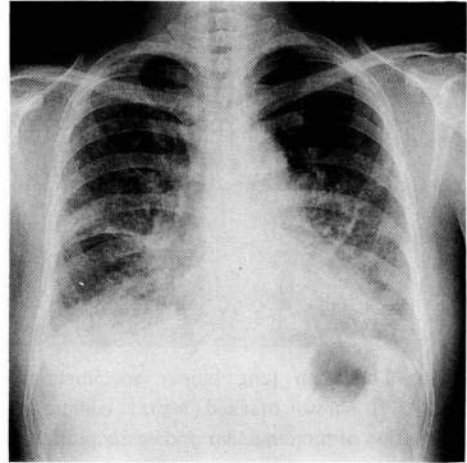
Chest X-ray film taken on admission, shows diffuse reticulo-linear shadows and Kerley's B lines.
